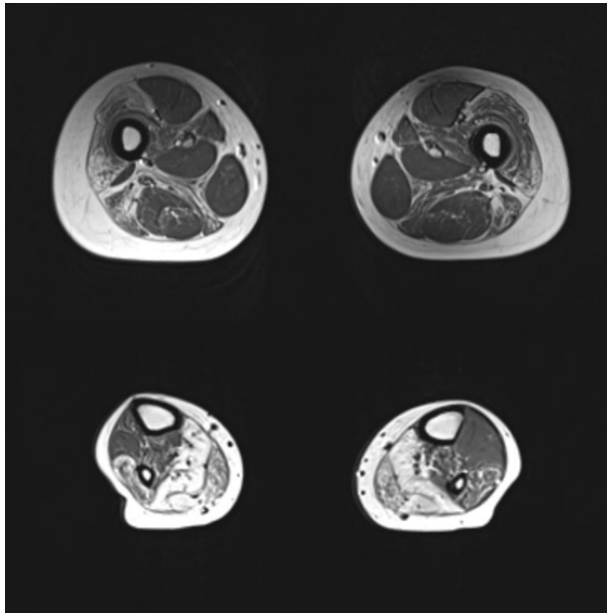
Magnetic resonance imaging of the legs of patient. Fatty degenerative change was predominant in lower leg muscles.
